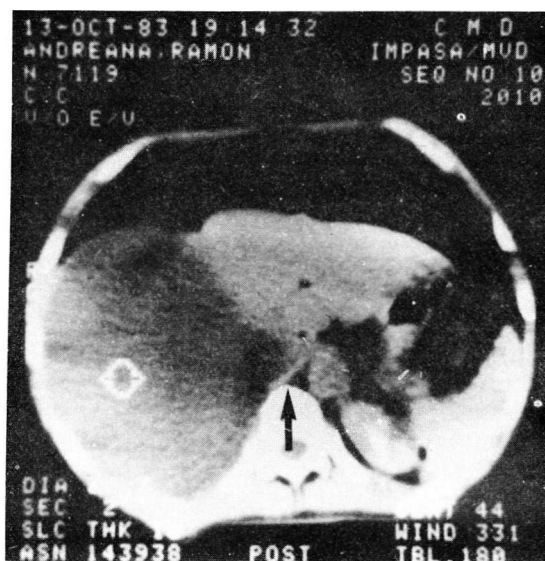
La tomografía computada mostró la compresión de la vena cava inferior en el sector interhepatocárdico y retrohepático y está señalado por una flecha.
